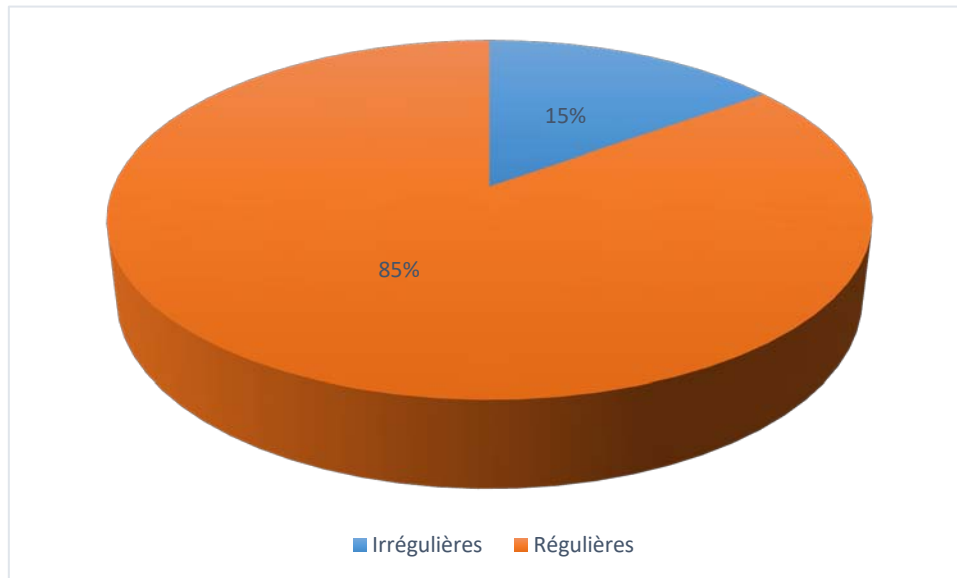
"limites des nodules thyroïdiens" à l'échographie
